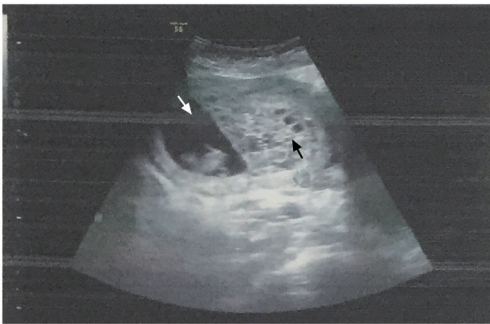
孕 10 周时超声可见宫内妊娠囊（白色箭头）及葡萄胎组织（黑色箭头）
